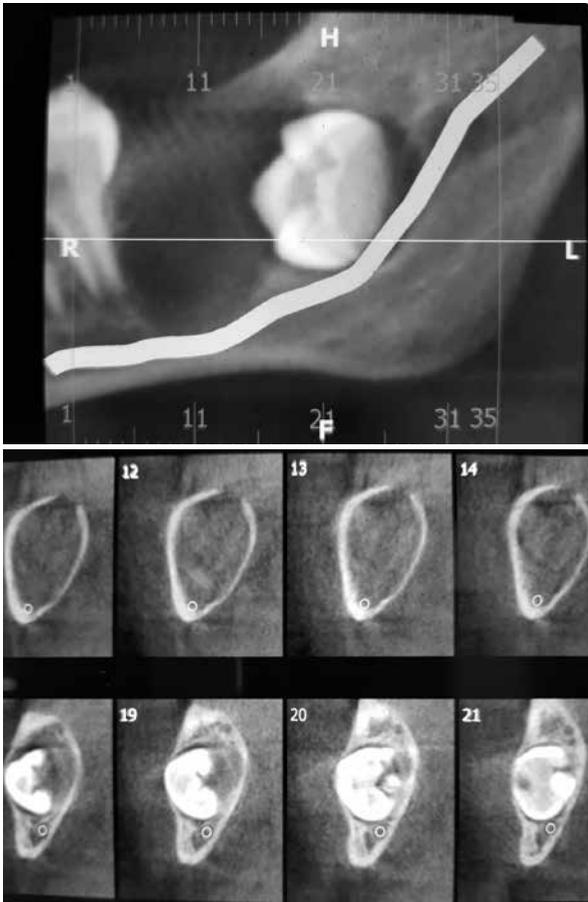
Tomografía axial computada de QO en zona 3.8.
